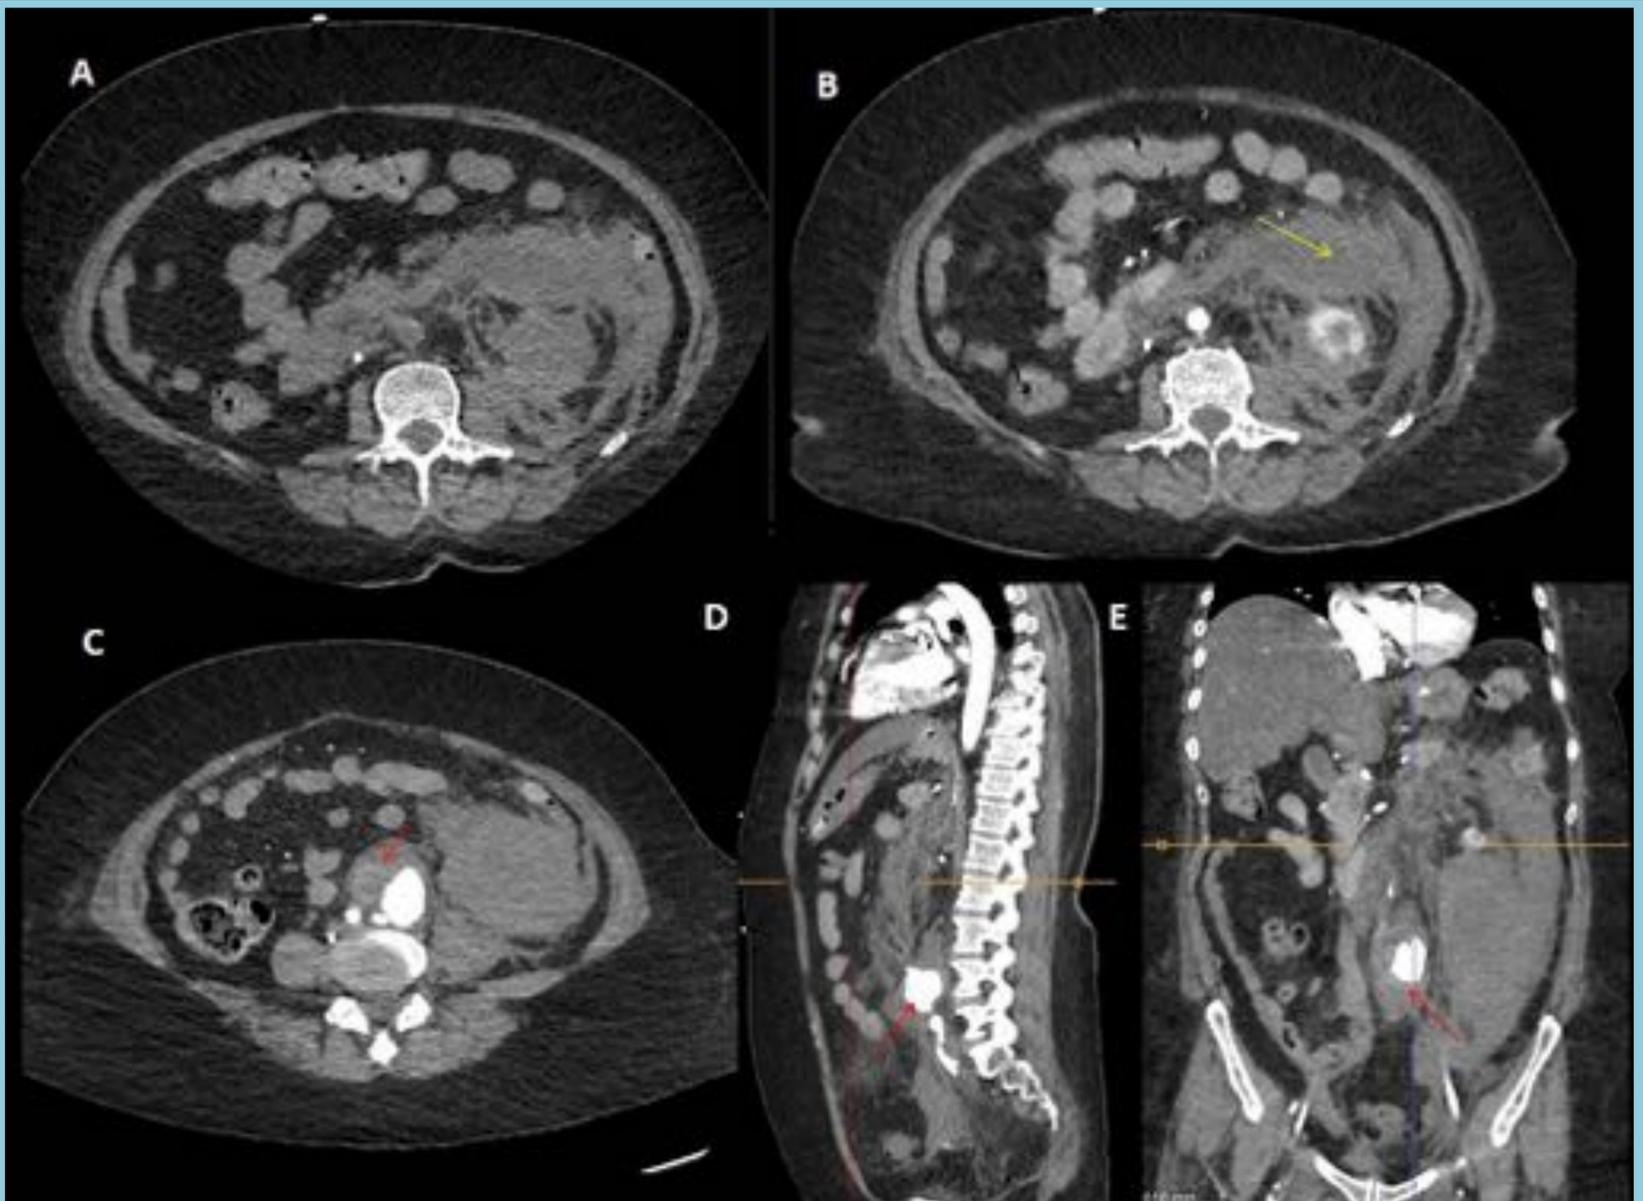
Paciente con tuberculosis pulmonar activa, que acude por dolor lumbar, hipotensión y anemia. Se realizó un estudio con tres fases debido a la sospecha de hemorragia. A y B. Sin contraste y fase arterial: se observa un hematoma retroperitoneal extenso (flecha amarilla). C, D y E (planos axial, sagital y coronal): se observó un aneurisma aórtico grande (flecha roja), que no estaba presente en una TC anterior de hace un mes. El diagnóstico fue de aneurisma micótico roto.
